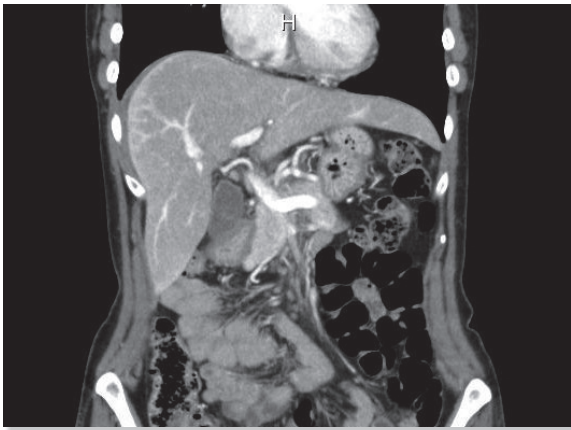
CT of Abdomen-Arterial phase
